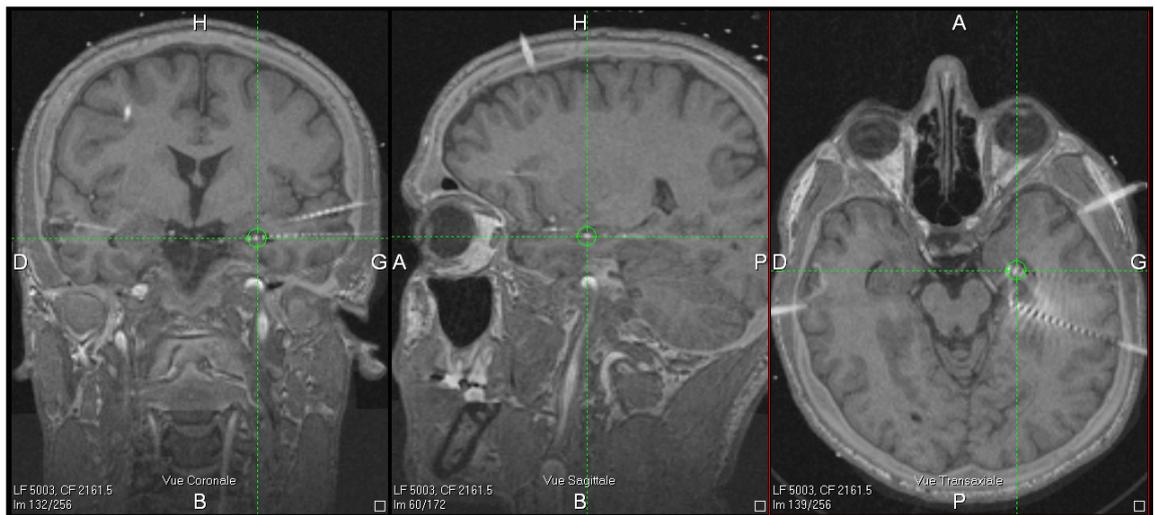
Clichés IRM montrant le placement des électrodes profondes chez le patient D.P. De gauche à droite : coupes coronale, sagittale et horizontale (avec l'aimable concours du Dr S. Chassagnon).
